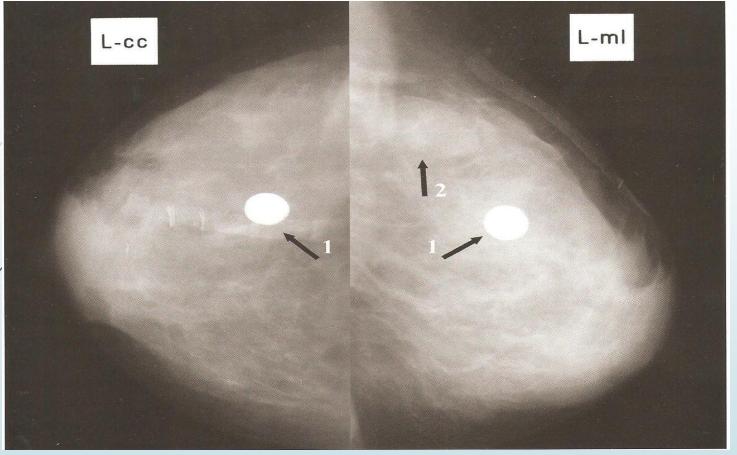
Рентгенограммы левой молочной железы в двух проекциях. На фоне выраженной фиброзно-кистозной мастопатии в центральном отделе определяется округлое образование с четким ровным контуром, полностью обызвествленное по типу "скорлупы яйца" - обызвествленное галактоцеле (стрелки 1).
